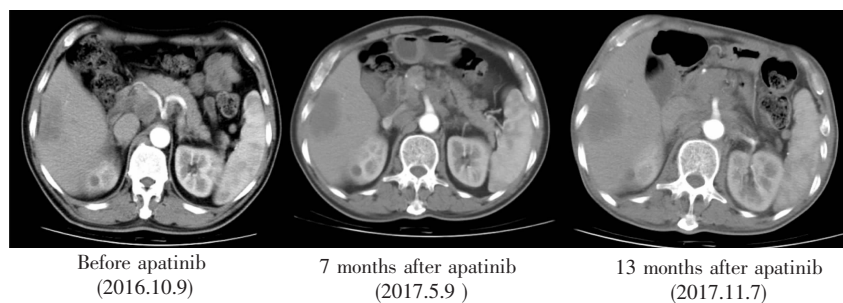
Abdomen CT features before and after apatinib
